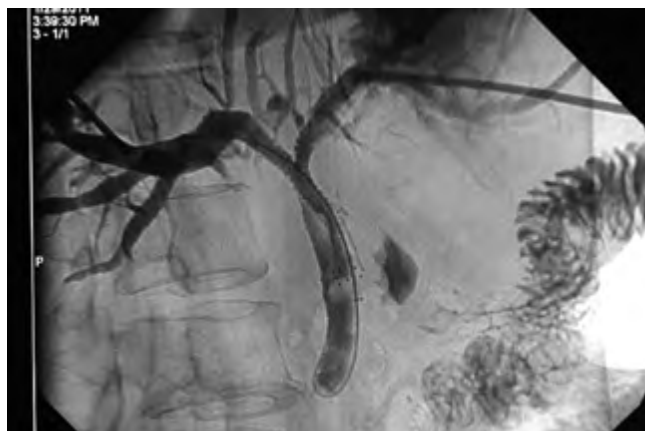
Рентгенограмма желчевыводящих протоков при Y-стентировании, выполненном через контралатеральные чреспеченочные доступы.
